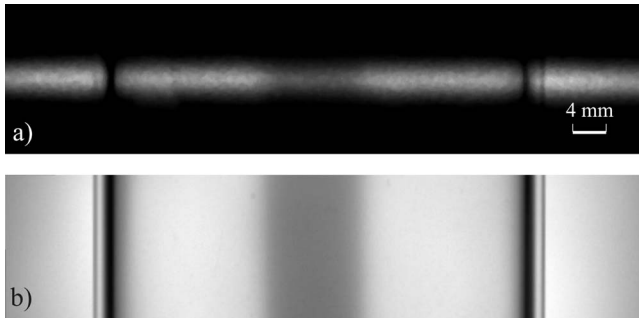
A projection image of the 5 cm diameter test dosimeter captured through the current system (a) and a common wide field illumination and CCD based optical-CT scanner (b). The pixel resolution of the projection images is  $170 \mu\text{m} \times 170 \mu\text{m}$ .
